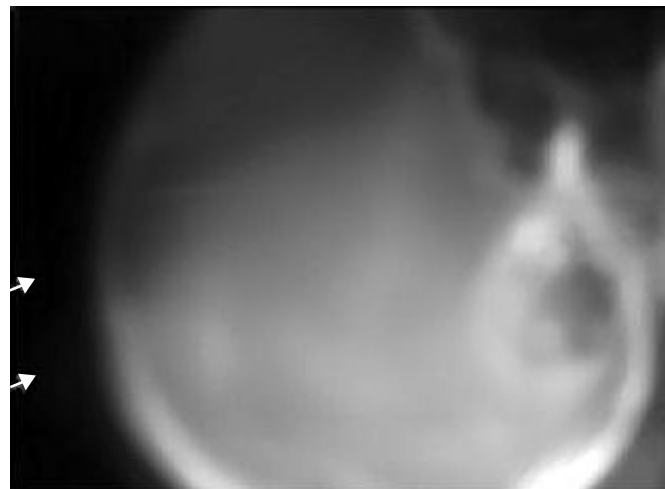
Tomografía en proyección lateral donde se aprecian (Flechas blancas) dos lesiones que involucran el cuero cabelludo.
